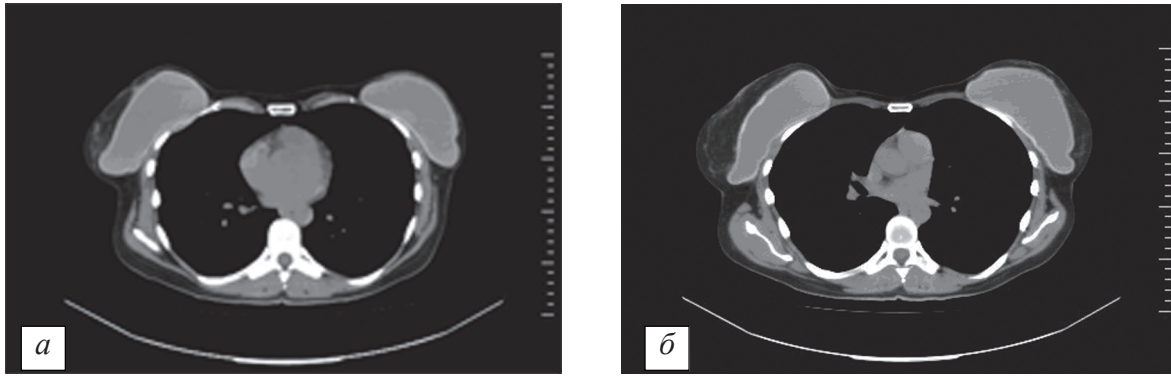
Пацієнтка О., 31 рік (група порівняння). Мультиспіральна комп'ютерна томографія молочних залоз разом із встановленими силіконовими імплантатами: *а* – 1 рік після аугментаційної мамопластики; *б* – 2 роки після аугментаційної мамопластики
